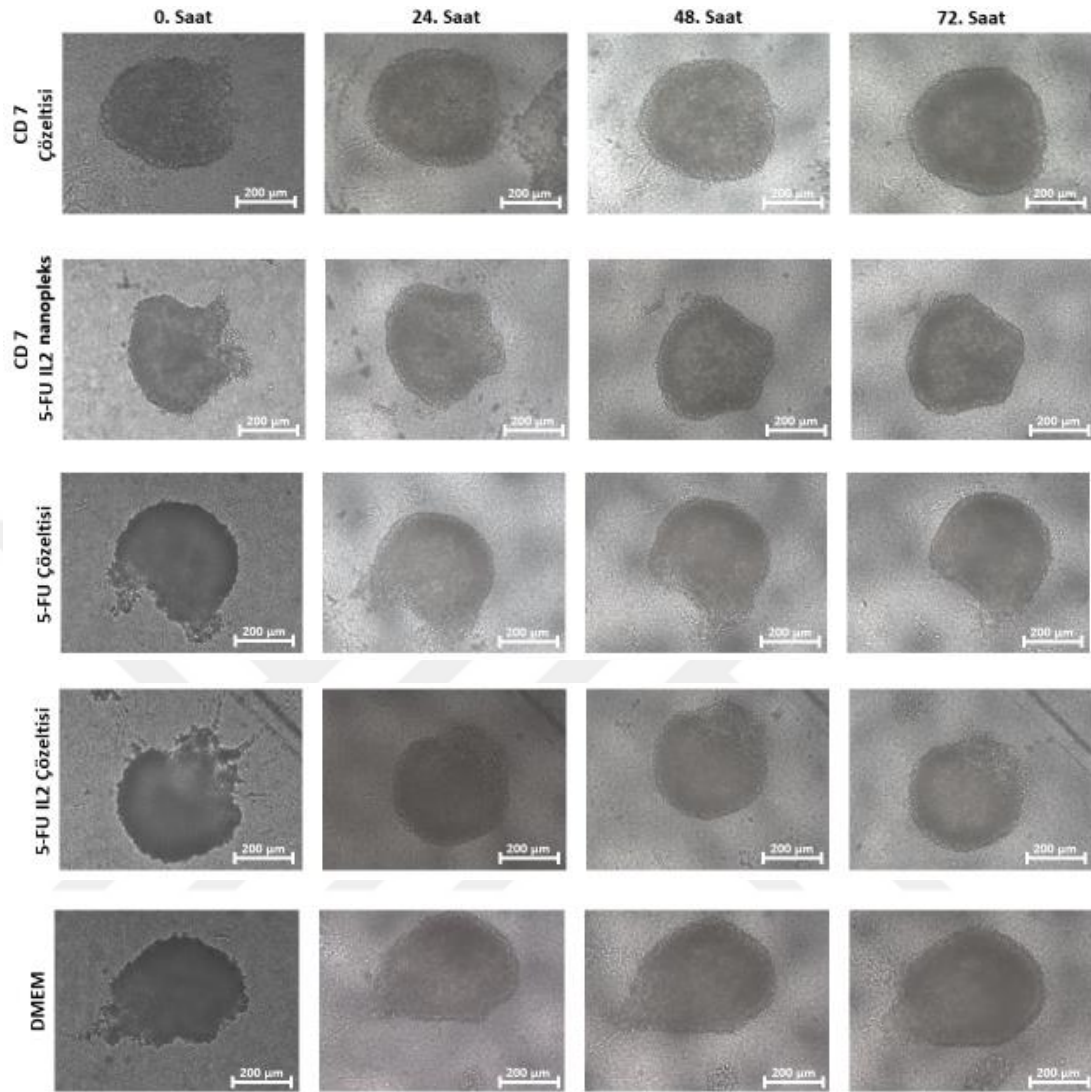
32. CT26 fare kolon kanseri hücreleri ile oluşturulan 3B küresel tümörün mikroskopik görüntüsü.
